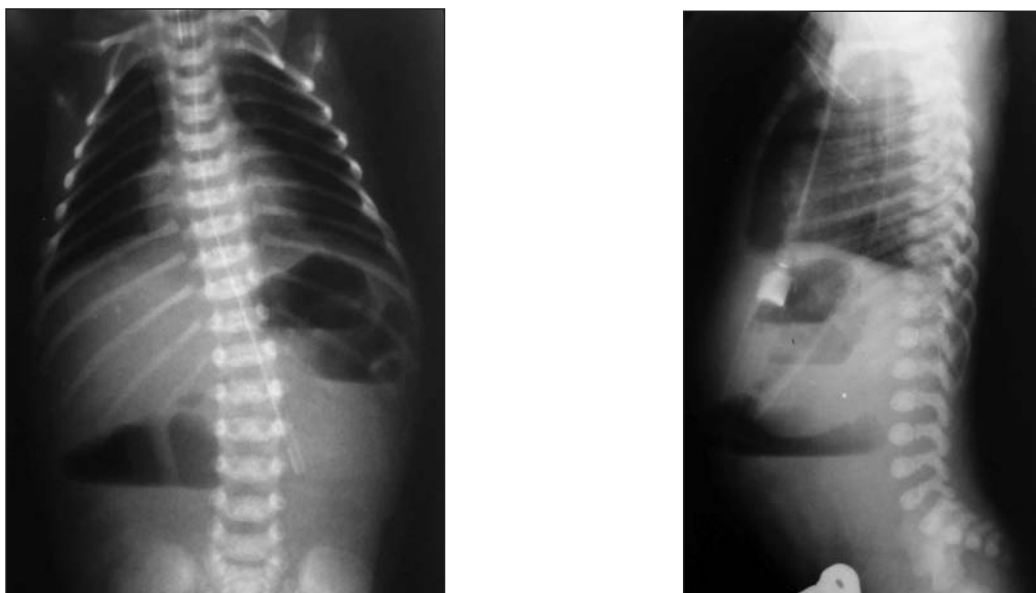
Рентгенологическая картина кишечной непроходимости у ребенка Д.
